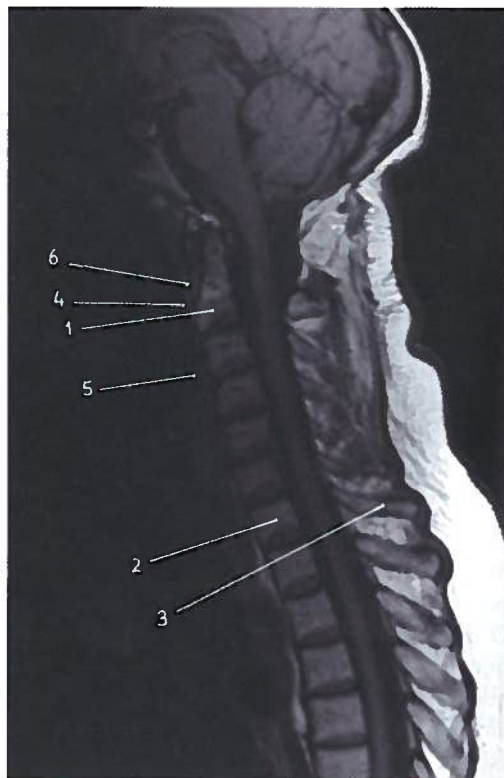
Corte sagital de C3 a C7 em RM
